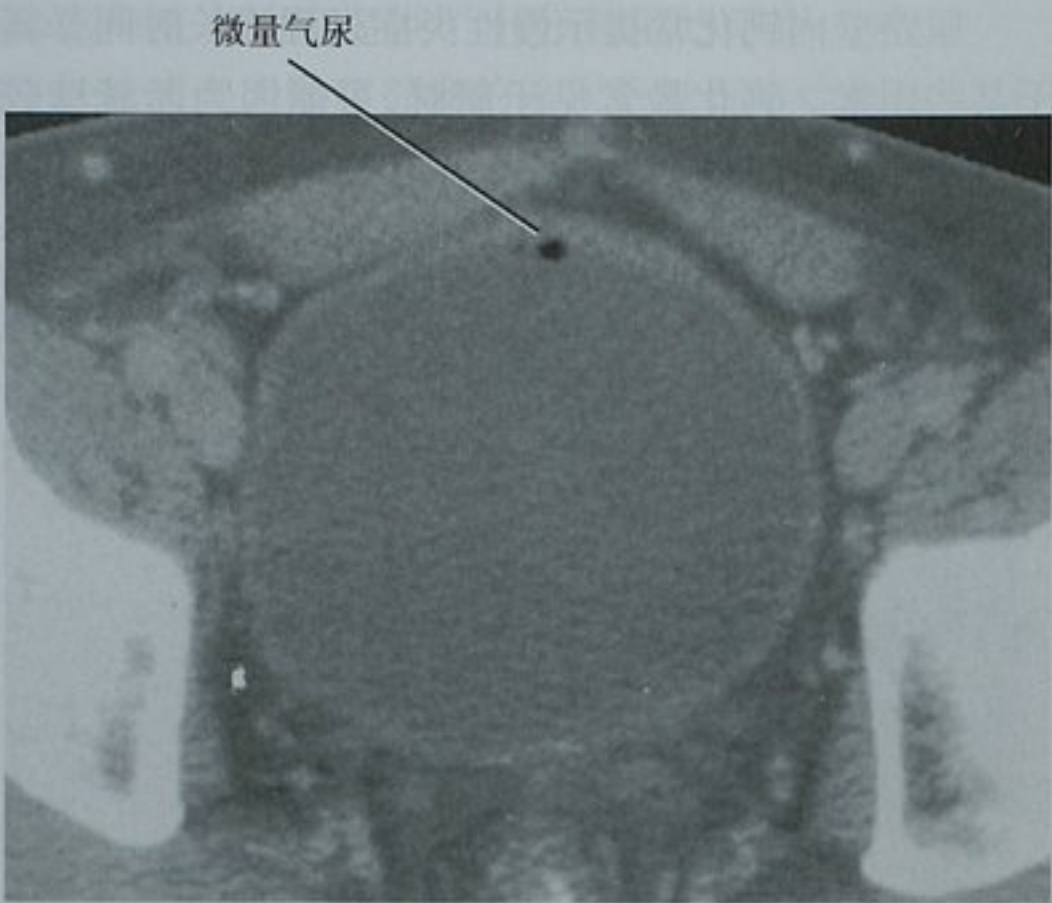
一位发热及腹痛的患者膀胱增强 CT 扫描横断位图像显示腔内微量气体。该患者未行膀胱内置管，尿液分析发现有脓尿因而诊断为尿路感染
